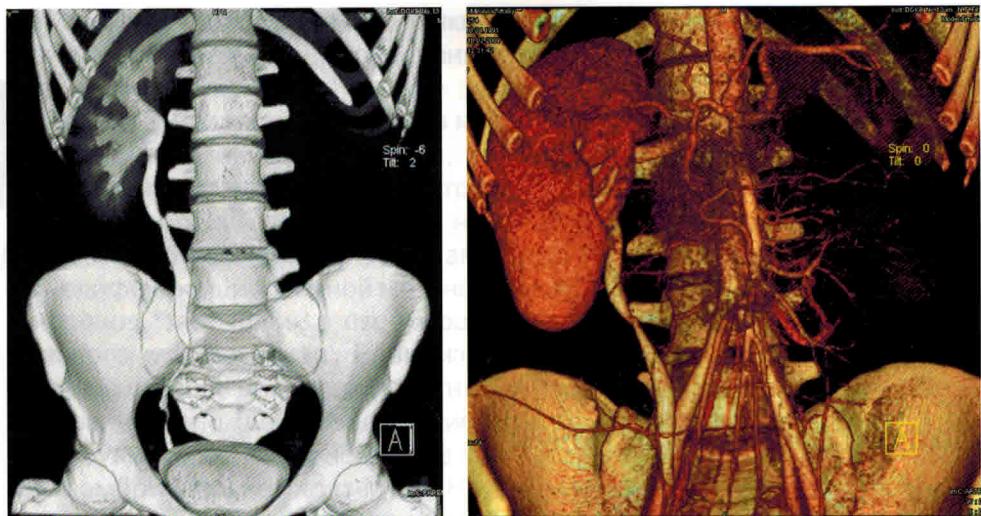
Ребенок 4 лет. Агенезия левой почки. Спиральная КТ. При контрастировании собирающей системы и сосудов отсутствуют левая почечная артерия и почечная функция слева.
